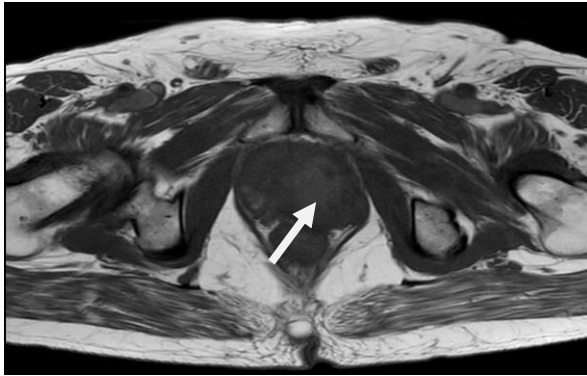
(A) T2 ağırlıklı MRG görüntülerde BPH tanılı olguda hipointens stromal nodül (B) Hiperintens, iyi sınırlı glandüler nodül
